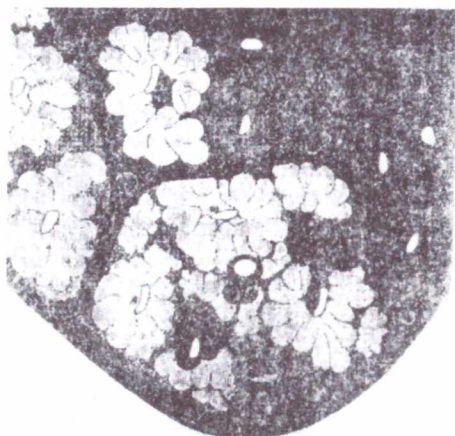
Патоморфологическая картина инфильтрации в КТ-изображении, характеризующаяся неравномерным диффузным уплотнением ацинусов вследствие экссудации в них.
